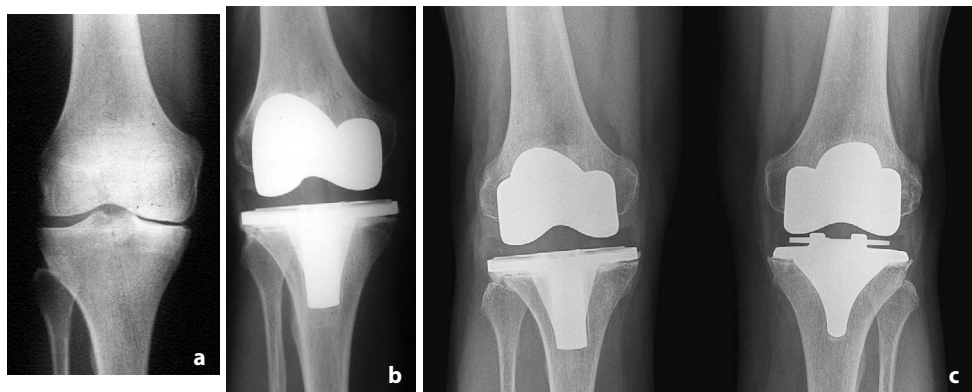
X-rays of knee joints: a. before replacement, 58 years; b. after TEP of the right knee joint, 63 years; c. after TEP of the left knee joint, 69 years.
